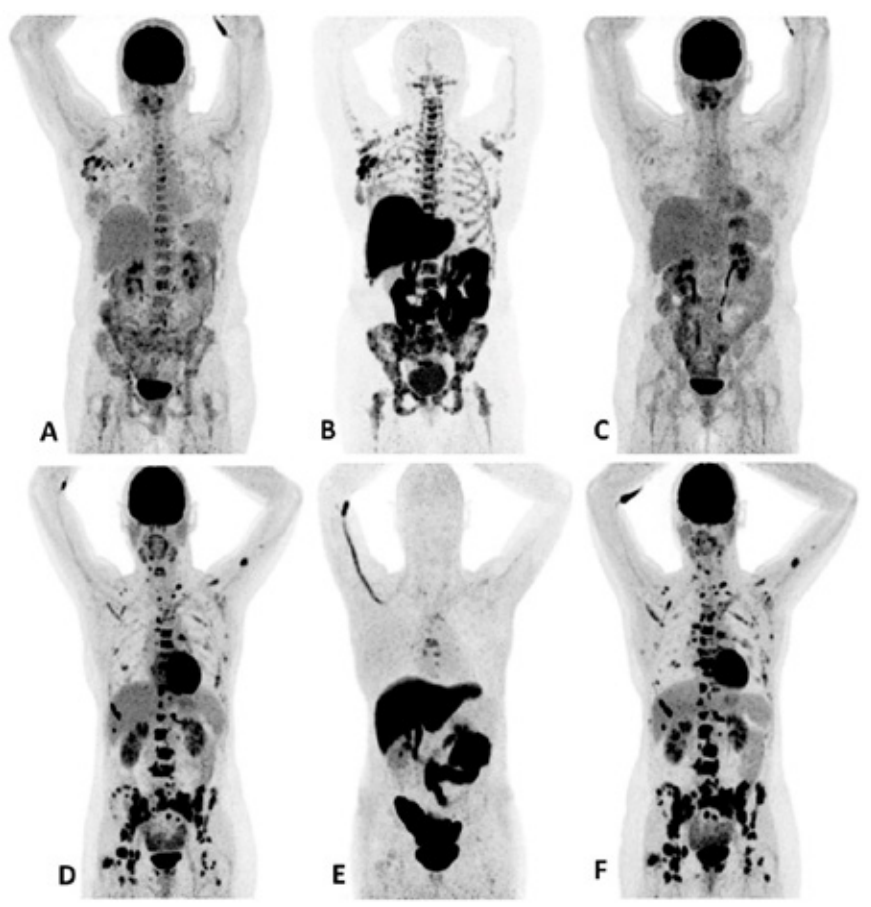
Examples of PET images of a metastatic breast cancer patient that responded to palbociclib plus letrozole (A, B, C) and one patient that did not respond (D, E, F). *Upper row responder:* Baseline FDG-PET (A) shows pathological uptake in axillary lymph nodes (right side) and in nearly all vertebrae and pelvic bones. Image B shows the baseline FES-PET with pathological ER expression in the axial skeleton (including vertebrae, pelvic bones, proximal humeri and femora) and in axillary lymph nodes (right side). After 8 weeks the FDG-PET (C) showing almost complete metabolic response (just some slightly elevated uptake in the axillary lymph nodes). The patient has been on treatment for more than 70 weeks. *Lower row non-responder:* Baseline FDG-PET (D) shows pathological uptake in multiple skeletal lesions. Image E shows the baseline FES-PET with only some increased ER expression in thoracic vertebrae. After 8 weeks the FDG-PET (F) showing no metabolic response, even some increase in the pathologic uptake in the multiple skeletal lesions.
